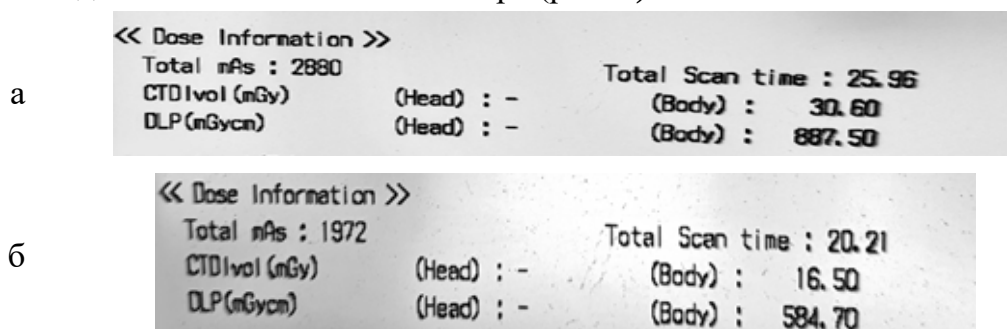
Отчеты на консоли КТ сканера о значениях поглощенных доз CTDIvol и DLP при КТ-1 (а) и КТ-2 (б).
